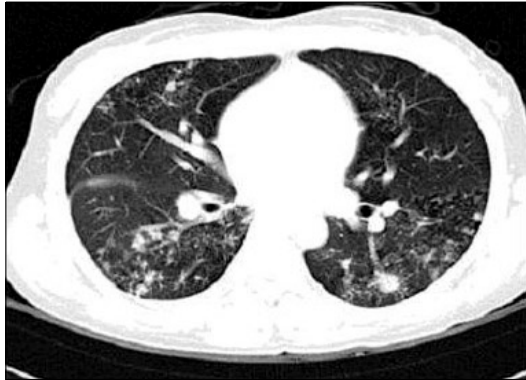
Chest CT finding shows peribronchial distributed centrilobular nodules and tree in bud appearance in both upper lobes and lower lobe superior segment.
